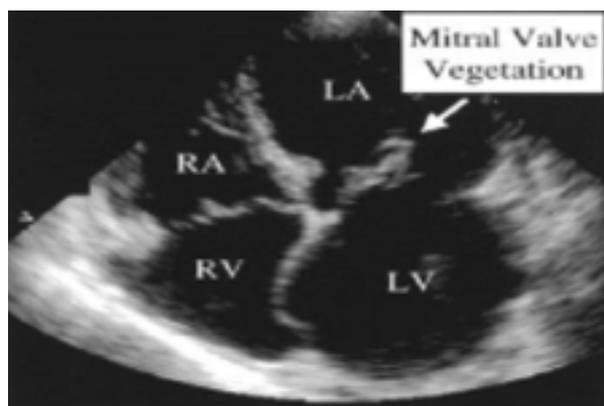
Vegetação na valva mitral mostrada em ecocardiograma (CABELL et al., 2003)
